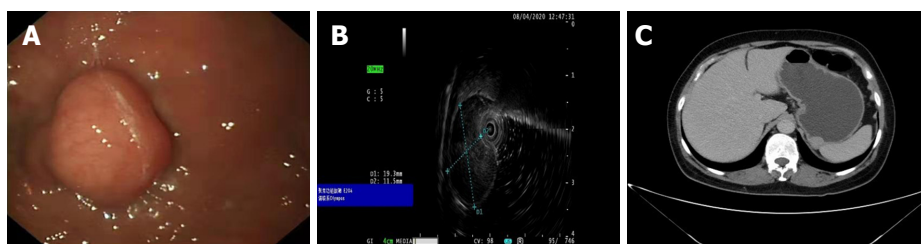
术前检查。A: 胃镜, 胃底可见一黏膜下隆起, 大小约1.5 cm; B: 超声胃镜, 病变来源于固有肌层, 呈不均匀回声, 根部及部分层面与浆膜层分界欠清晰, 横切面大小约2.0 cm × 1.2 cm; C: 全腹CT, 胃底部后壁可见类圆形结节, 最大截面约22.4 mm × 17.8 mm, 病变同时突入胃内外, 局部与脾上缘分界不清。
